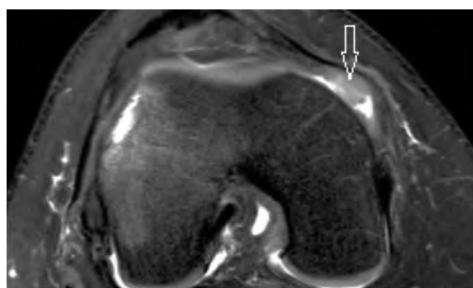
МРТ коленного сустава, аксиальные срезы PD-SPAIR. Стрелка — свободные «свежие» хрящевые полости коленного сустава.
